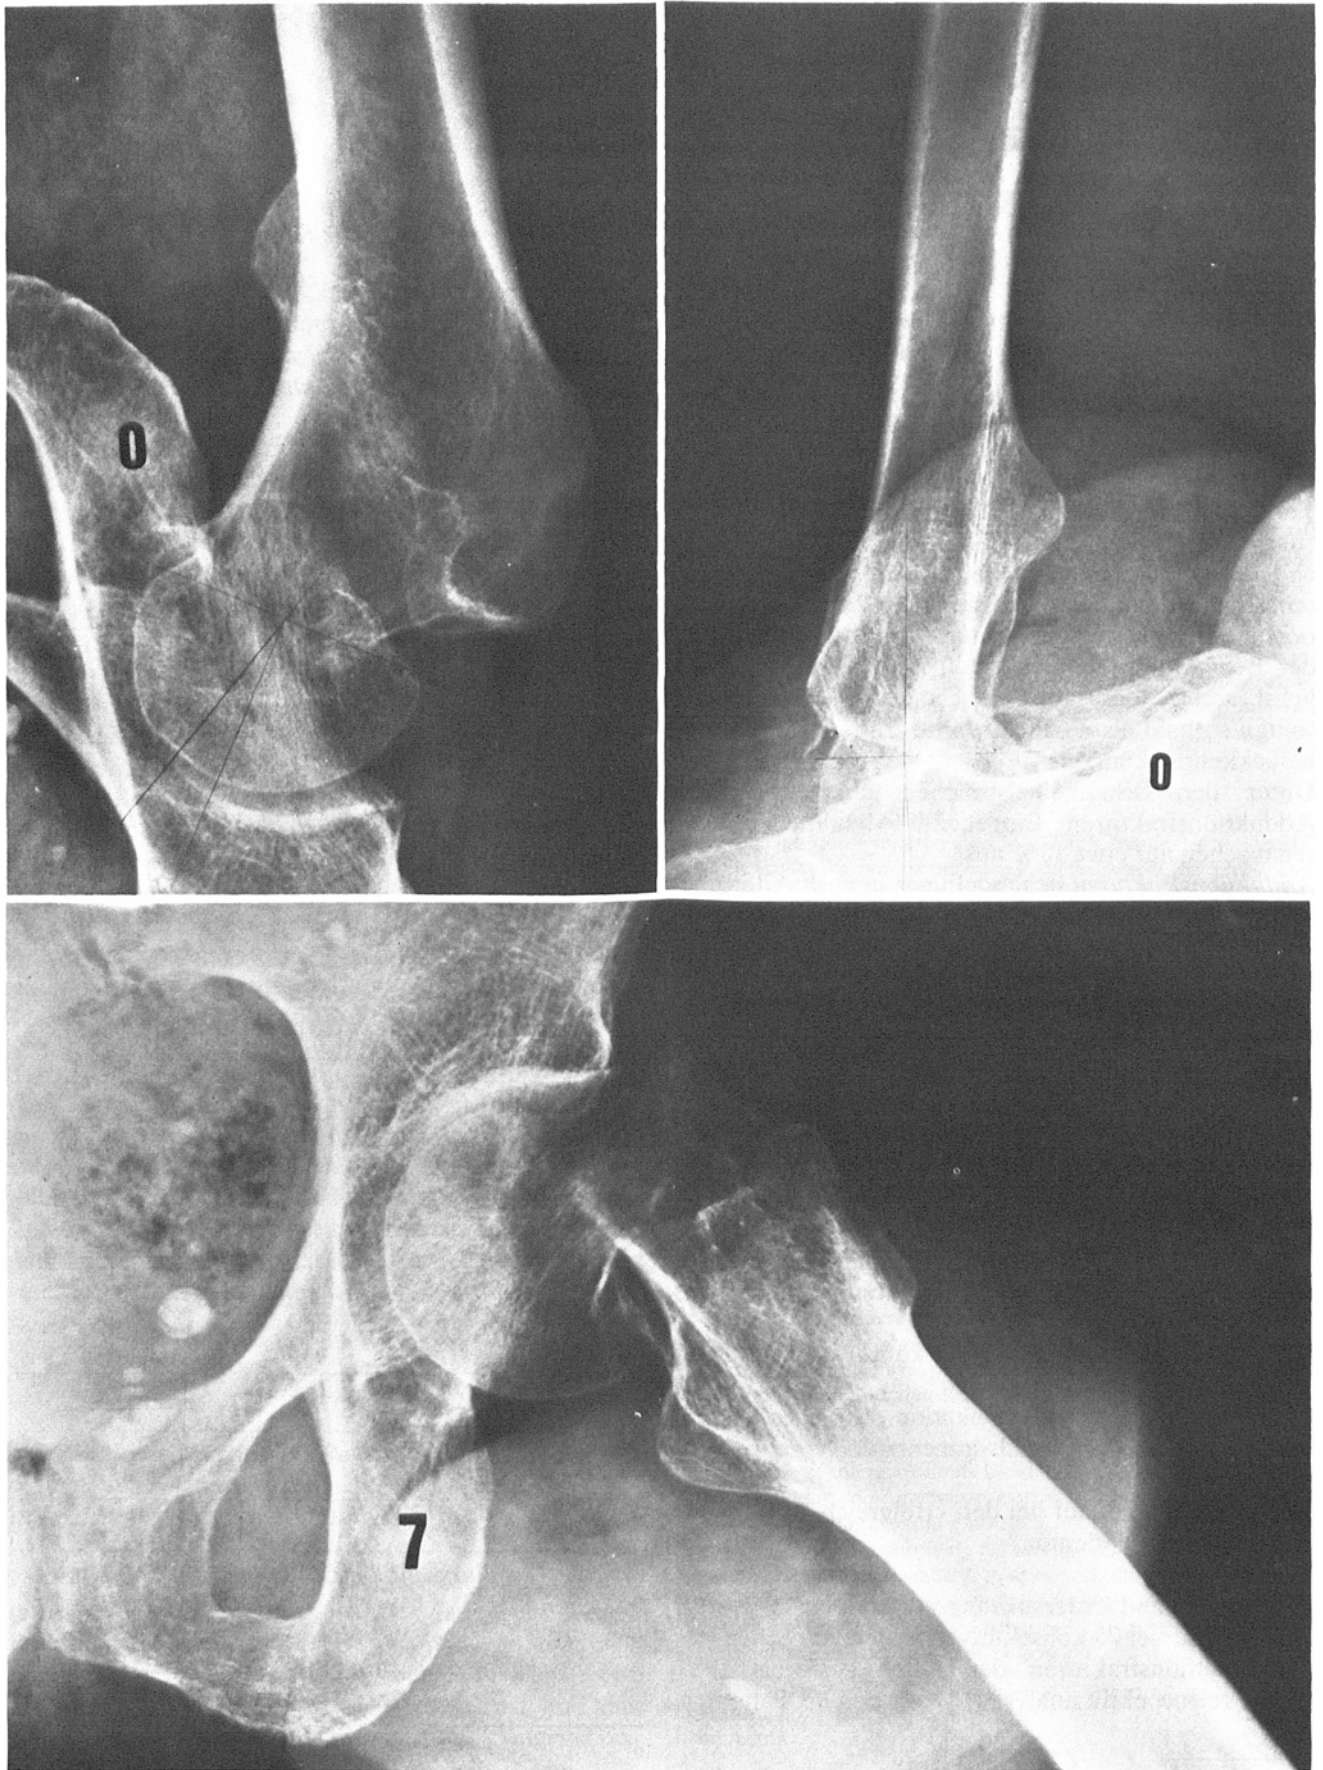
72jährige Patientin mit Schenkelhalsabduktionsfraktur Typ B1. 1. Die Unfallröntgenbilder zeigen eine Valgusstellung von 15° und keine nennenswerte Dorsalkippung. Trotzdem kam es zur sekundären Dislokation nach sieben Wochen.
